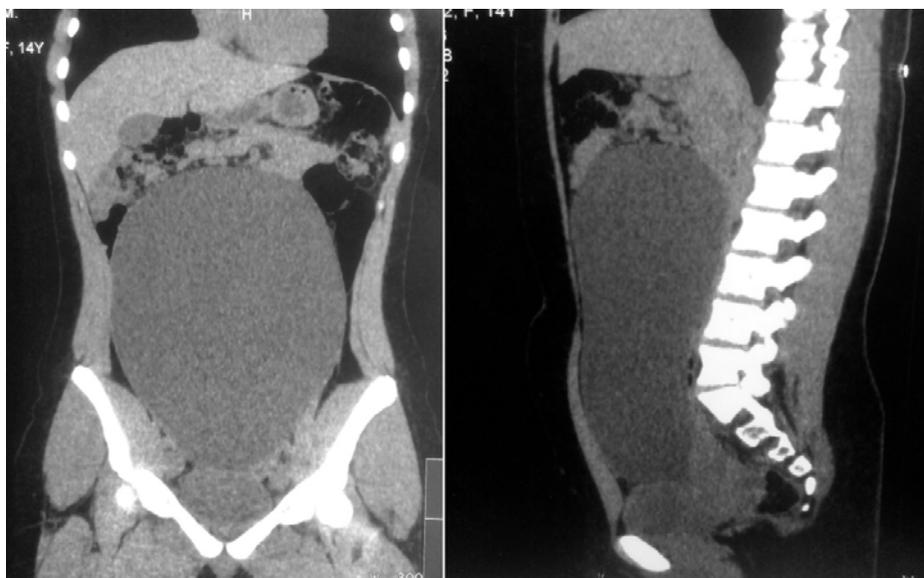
Компьютерная томография. Фронтальный и сагиттальный срез
